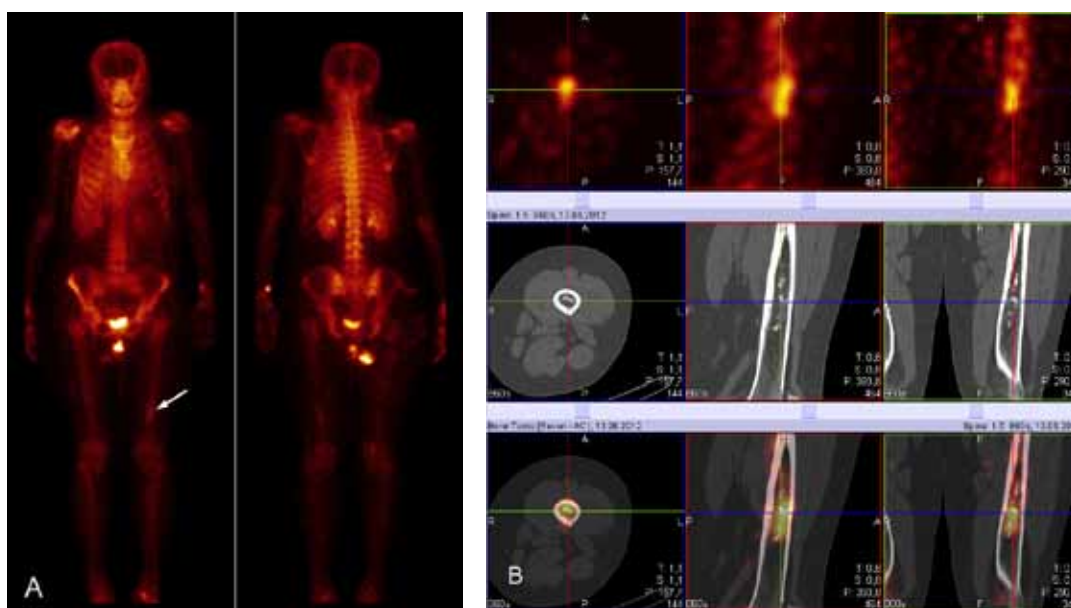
5А. Остеосцинтиграфия в планарном режиме. Очаг гиперфиксации в дистальном отделе левого бедра, подозрительный на метастаз.
